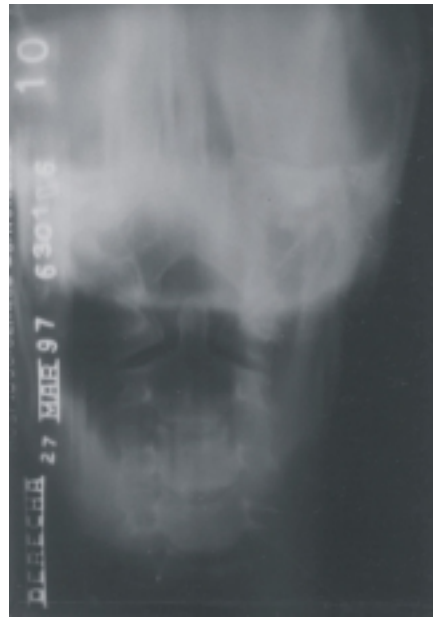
Tomografía lineal en proyección transoral de una dislocación occipito-atloidea tipo IIb. Se aprecia la asimetría de las articulaciones entre el atlas y el axis y la distracción entre estos, así como la relación de la odontoides al basión y a la proyección del agujero magno.
